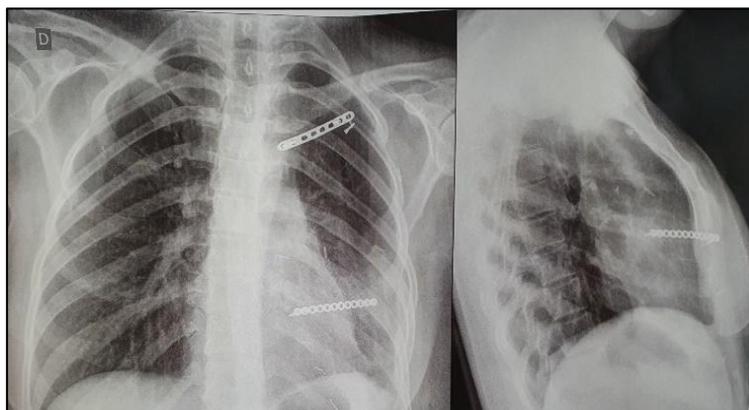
Radiografia de tórax no pós-operatório.
